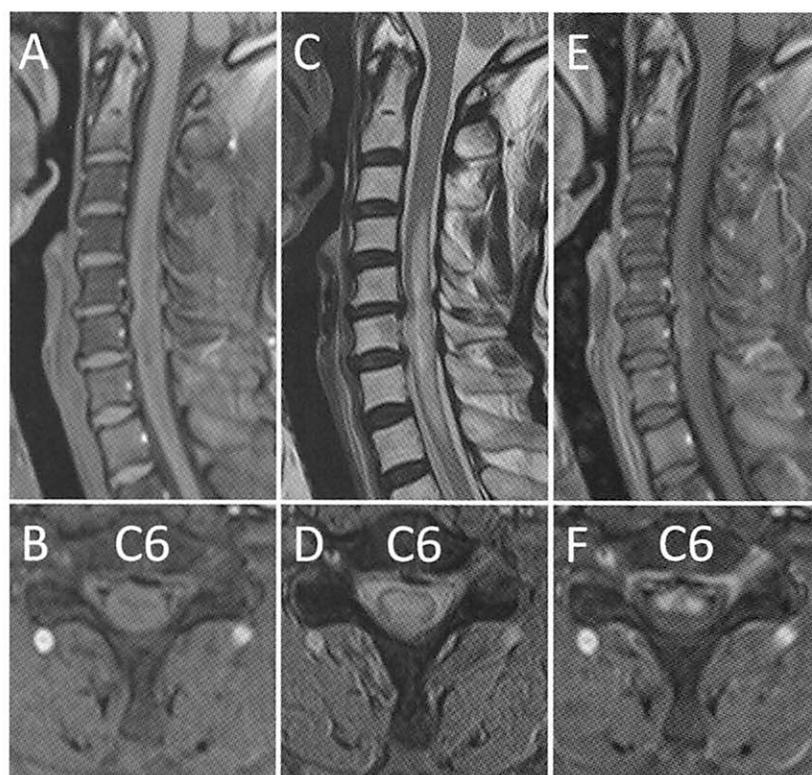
第12病日頸椎 MRI T1 強調 (A,B), T2 強調 (C,D), 造影 (E,F)
